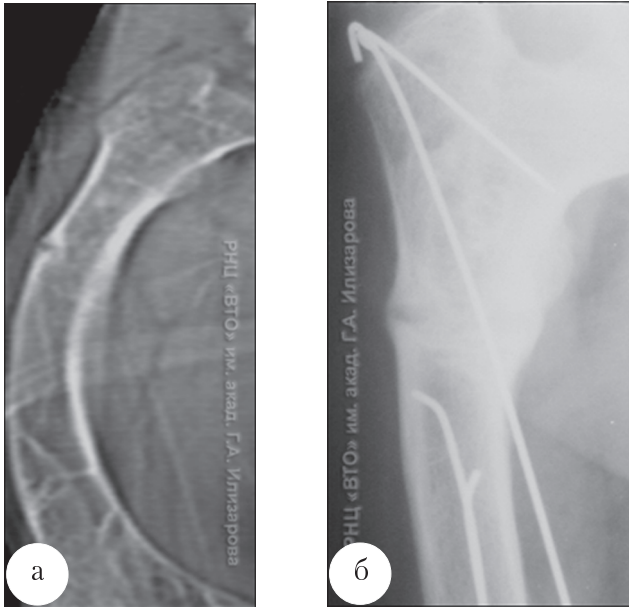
Компьютерная топограмма и рентгенограмма в прямой задней проекции правой бедренной кости больного С., 12 лет: а - до лечения; б - после лечения. Фосфат-диабет. Прямоугольная зона резорбции кости.
